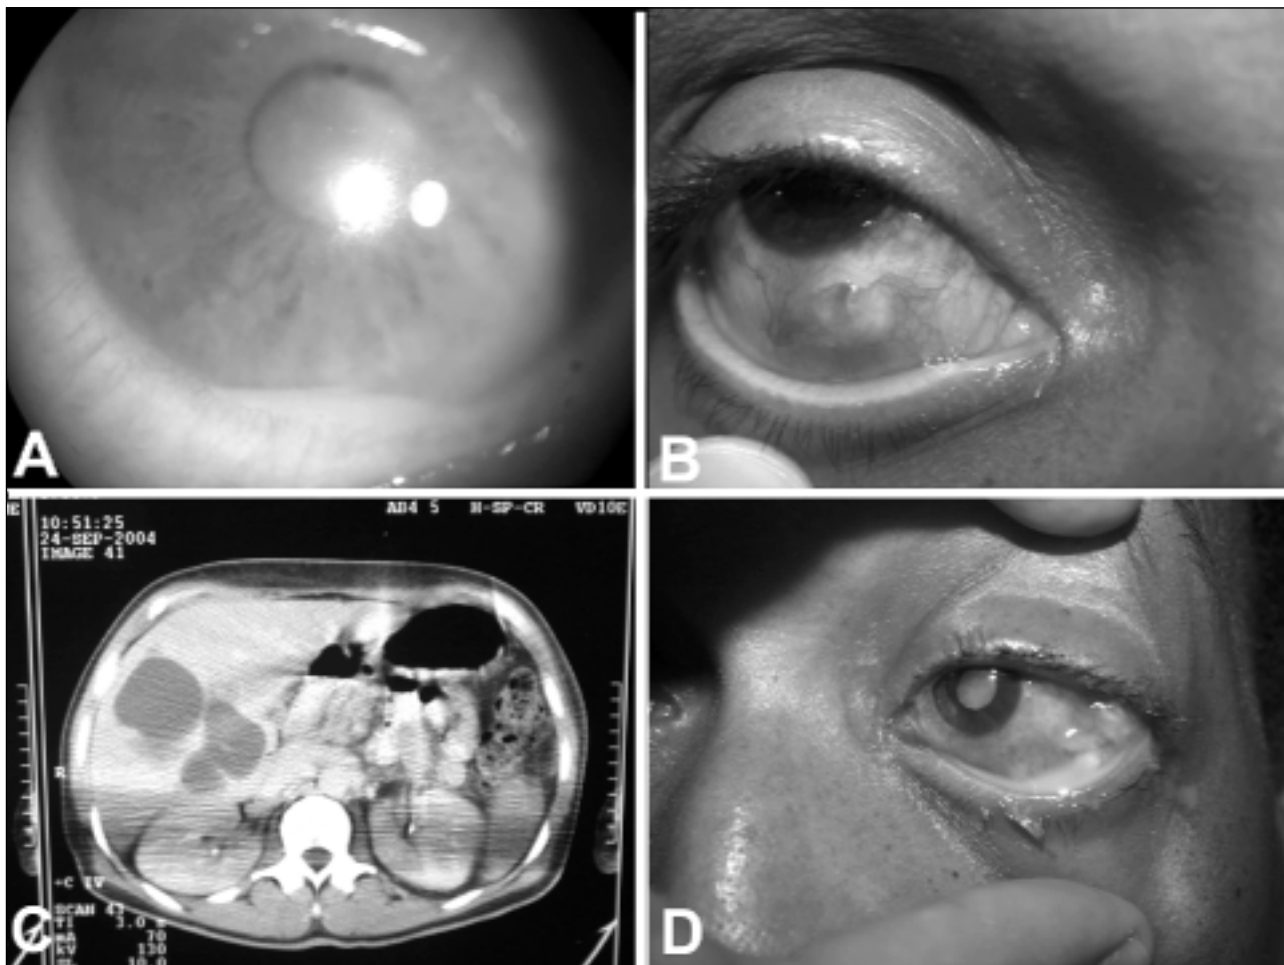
Caso 5. A) Aspecto biomicroscópico do olho esquerdo evidenciando hipópio; B) Abscesso episcleral em olho esquerdo; C) Tomografia computadorizada do abdome mostrando o abscesso hepático; D) Abscesso orbitário com drenagem espontânea por conjuntiva na vigência de tratamento antibiótico endovenoso
